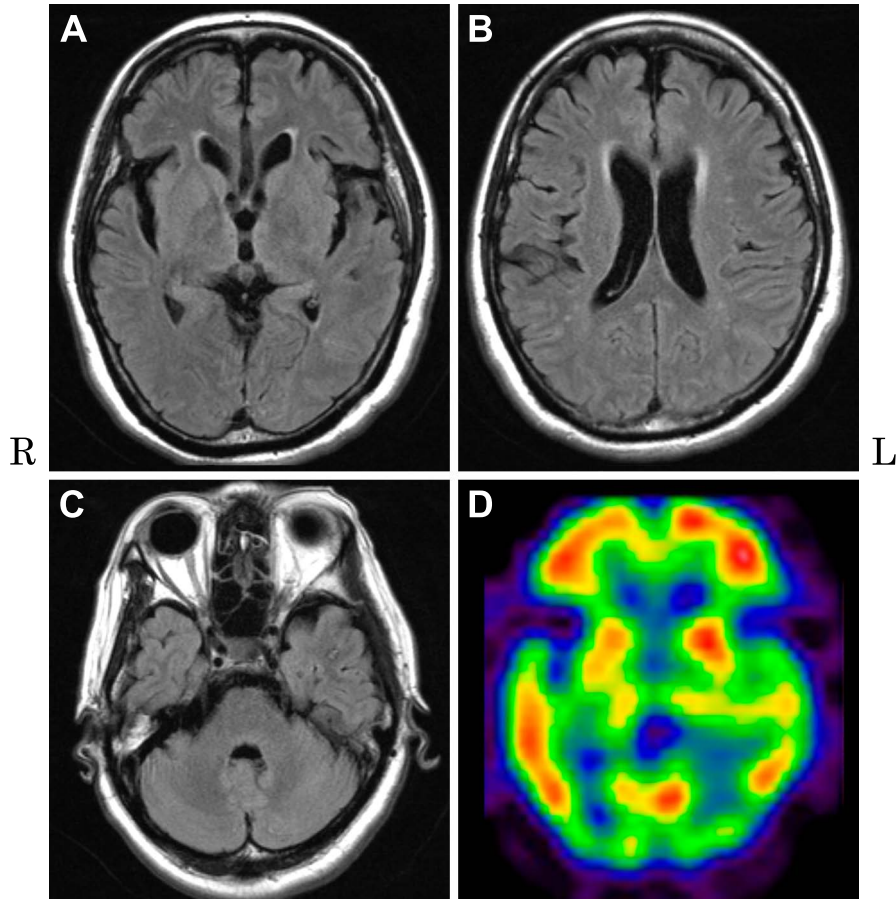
Brain MRI and DaT SCAN.
